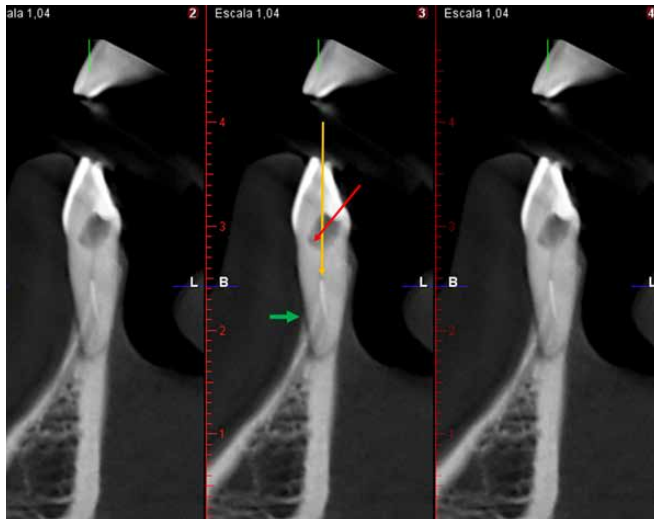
Imagen de CBCT, cortes paraaxiales. La flecha roja muestra el eje de la apertura original. La flecha amarilla es el camino a tomar en línea recta al instrumento. La flecha verde muestra el nivel de inserción ósea vestibular.
